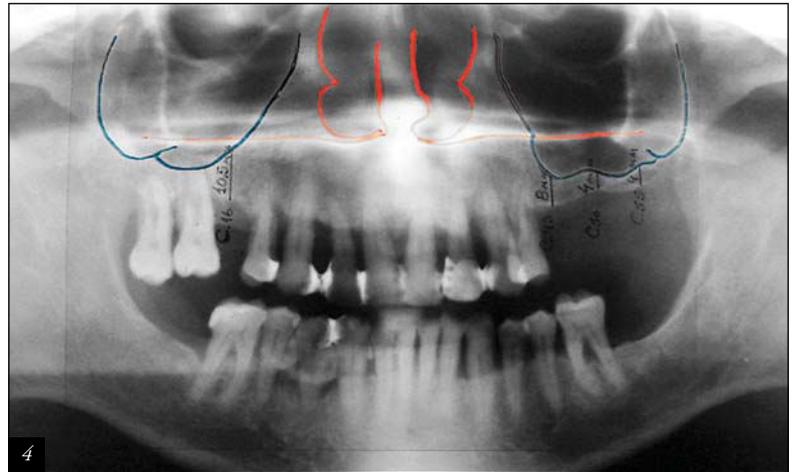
Radiografía panorámica pre quirúrgica secuencia de admisión diagnóstica (SAD).
